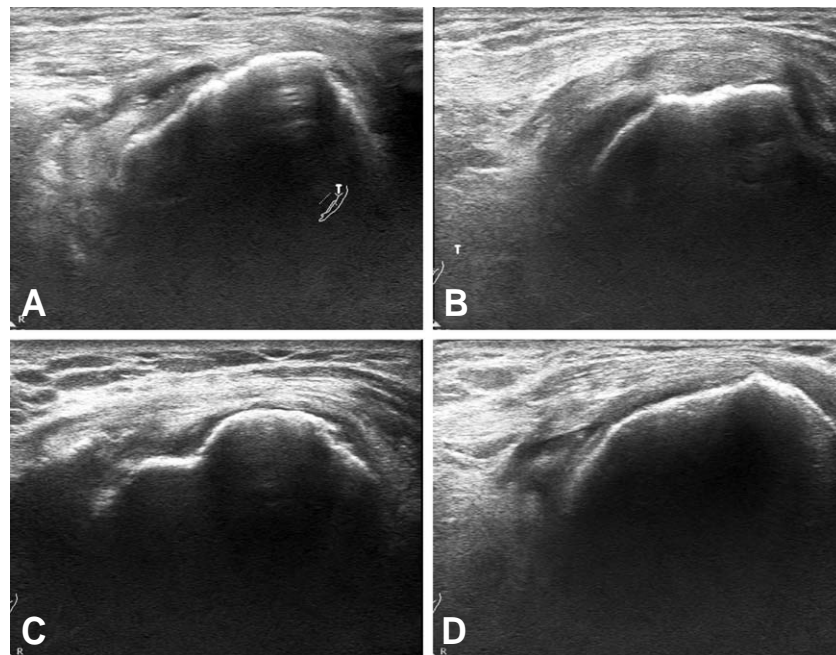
(A) Pre-operative ultrasonography shows full thickness rotator cuff tear with retraction, moderate subacromial and subdeltoid bursitis. (B) Post-operative 2 weeks ultrasonography shows hypoecho (gap formation) at greater tuberosity area. (C) Post-operative 6 weeks ultrasonography shows same as (B) (D) Post-operative 3 months ultrasonography shows re-tear with retraction upto acromion undersurface.
